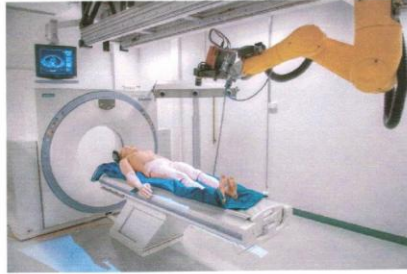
Virtobot set-up with CT scanner, Virtobot with mounted surface scanner and Optotrak tracking system in the background
